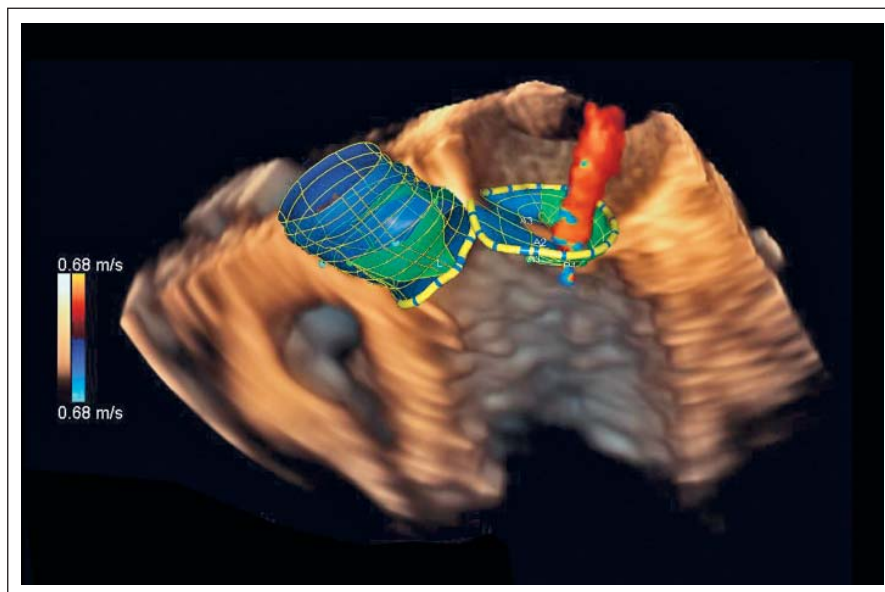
Gleichzeitige Darstellung der Mitral- und Aortenklappe mit Farbdoppler 3D in Echtzeit, Regurgitation in der Mitralklappe
